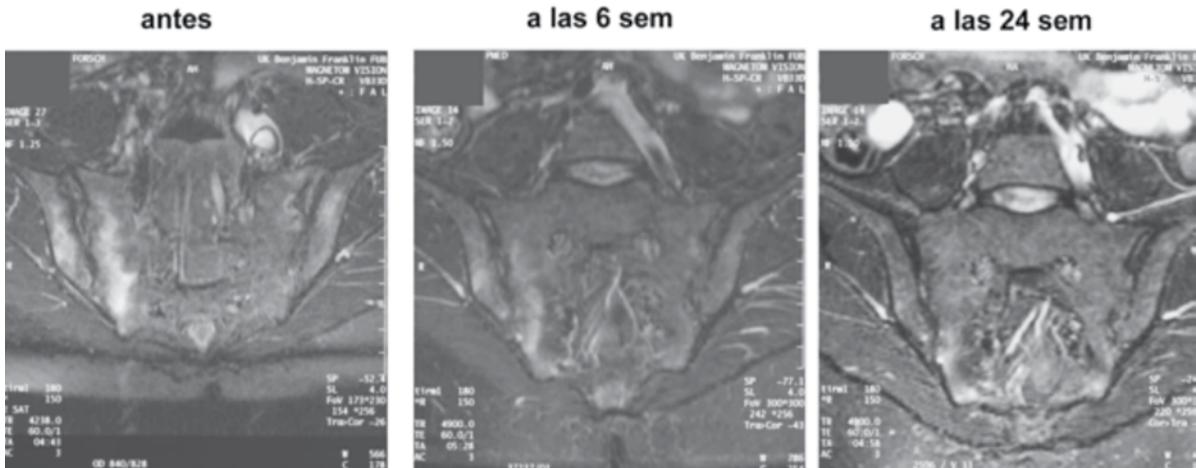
Imágenes antes y después del tratamiento con anti-TNF en lesiones de RM.
